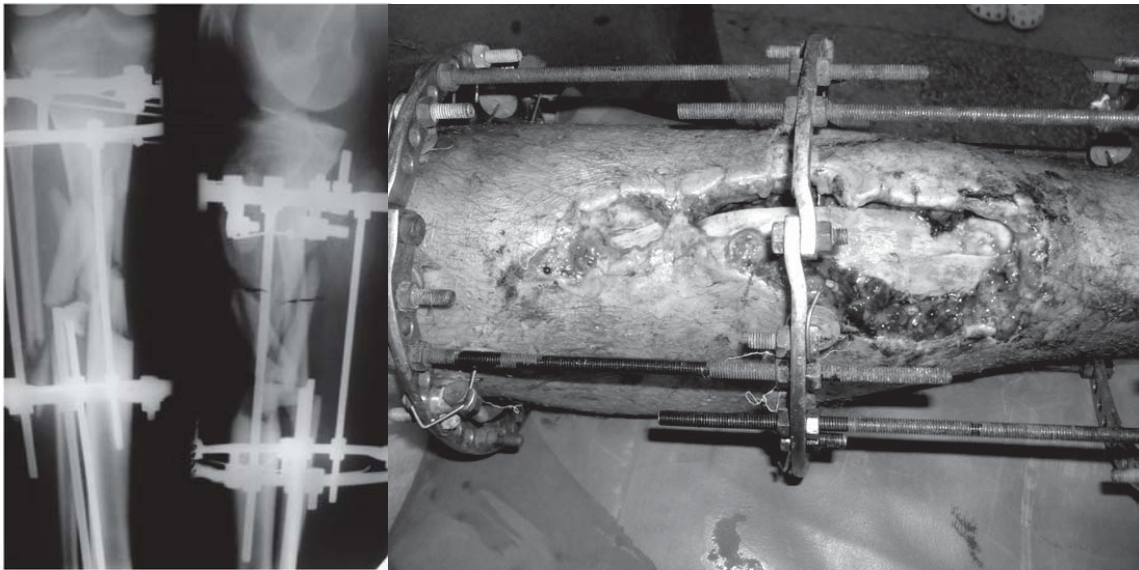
Рентгенограми і зовнішній вигляд лівої гомілки при госпіталізації
